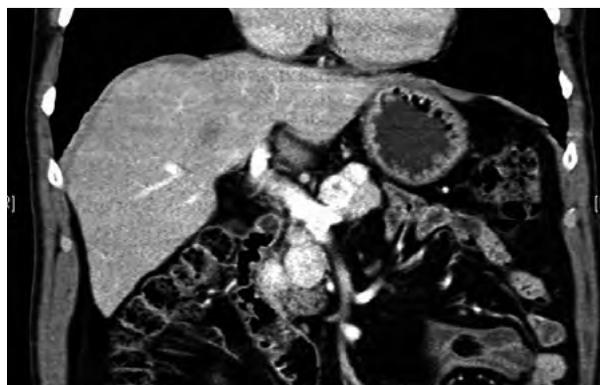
Nódulos pancreáticos en corte coronal de TAC
